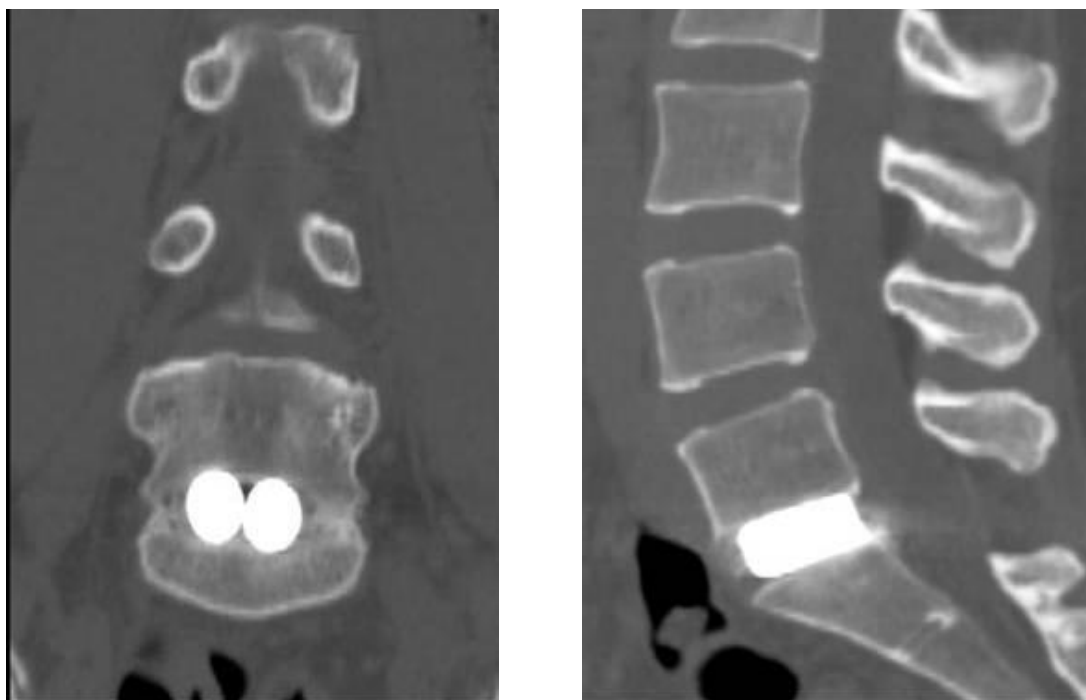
МСКТ – изображения поясничного отдела позвоночника после заднего межтелового спондилодеза имплантатами из пористого никелида титана (сформированный искусственный костно-металлический блок).
